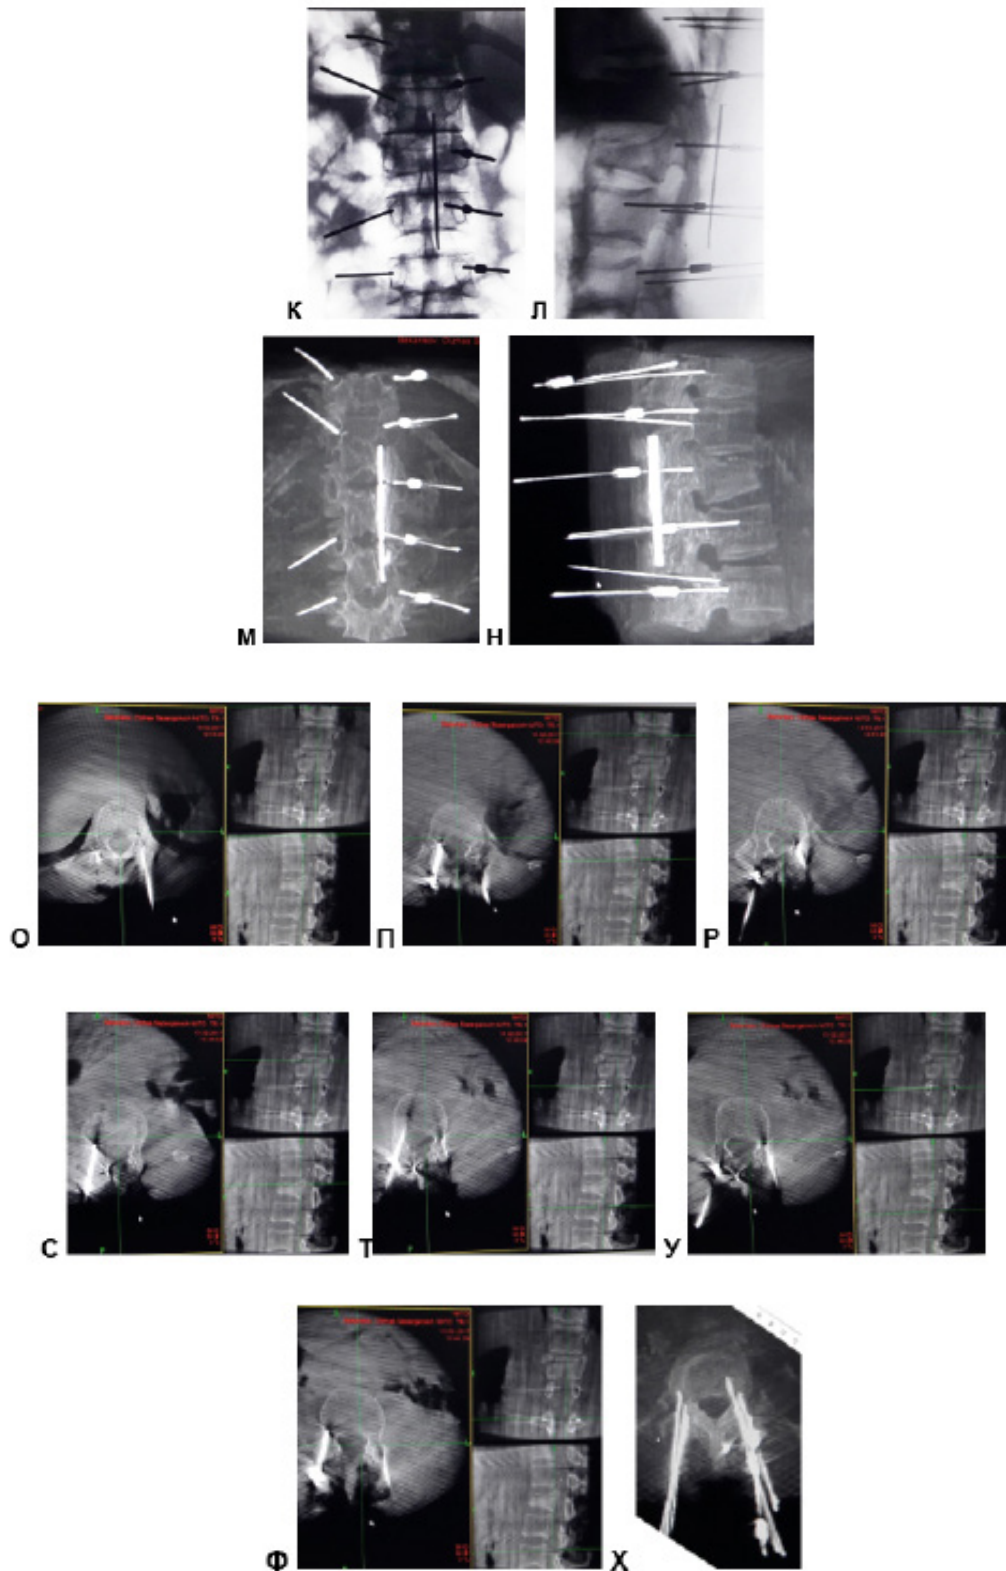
А, Б – рентгенограммы до операции; В, Г – рентгенограммы после операции; КТ до операции: Д, Ж – фронтальная и сагитальная реконструкция, З, И – 3D реконструкция до операции; О-арт снимки во время операции: К, Л – 2D снимки установки маркеров; М, Н – 3D реконструкция; О, П, Р, С, Т, У, Ф – контроль расположения каждого маркера на аксиальном, фронтальном и сагитальном срезе. Х – аксиальная реконструкция расположения всех маркеров
